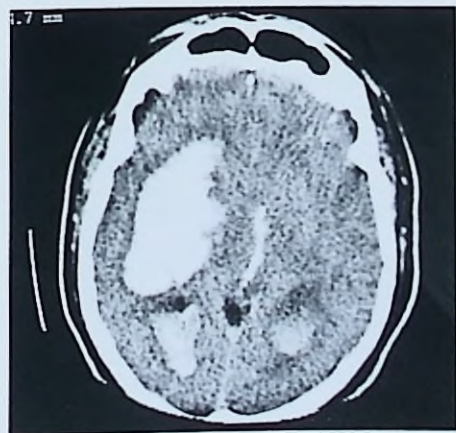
Tomografía computarizada que muestra un extenso hematoma intraparenquimatoso en un paciente de 77 años que debutó con crisis parciales motoras.
